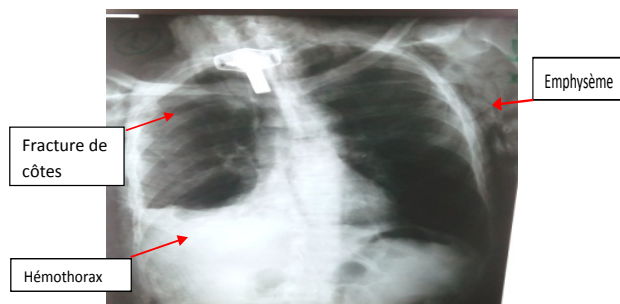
radiographie thoracique de face montrant l'emphysème, les fractures étagées de côtes, l'hémithorax
